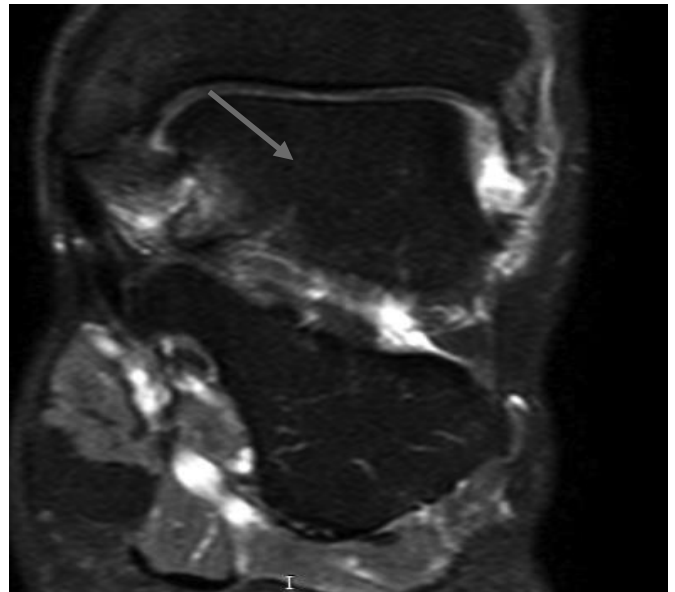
На МР-томограмі у коронарній проекції у режимі FS PD FSE візуалізується трабекулярний набряк у місці кріплення задньої великогомiлково-таранної частини дельтоподібної зв'язки, часткова уривчастість її волокон, набряк навколишніх м'яких тканин.
